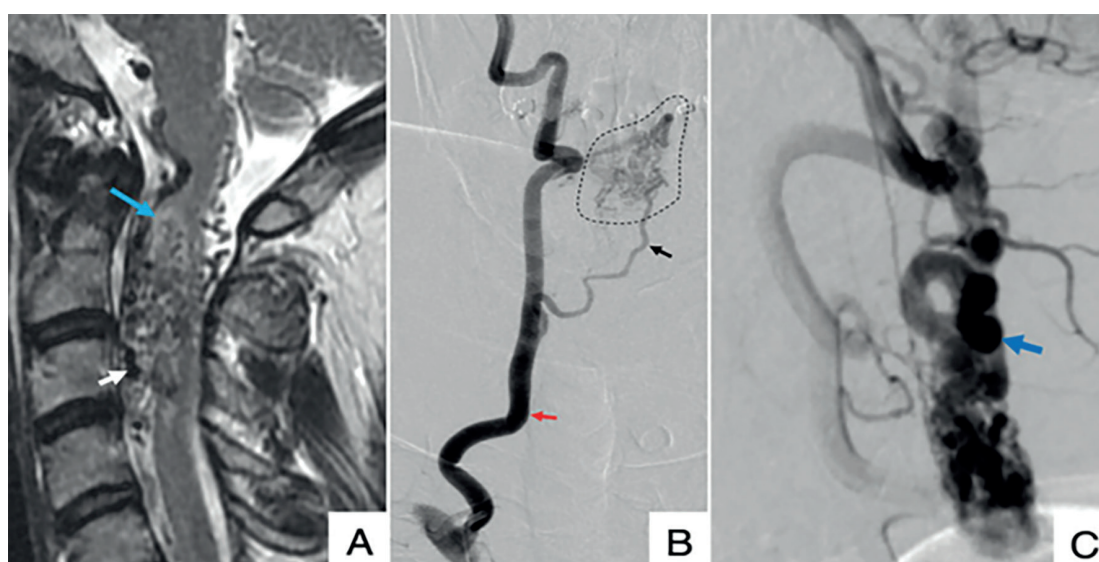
Bărbat de 45 de ani cu MAV glomus spinal de tip II. A, Imagistica RM sagitală T2 a coloanei cervicale arată goluri serpiginuoase de flux intramedular și perimedular (săgeată albă), cu hiperintensitate a cordonului adiacent (săgeată albastră). B, Vedere frontală Injecția ASD a arterei vertebrale drepte (săgeată roșie) arată opacificarea unei ramuri arteriale de alimentare (săgeata neagră) și elemente nidale (contur întrerupt). C, Vedere laterală ASD arată umplerea precoce a venelor perimedulare ectatice (săgeată albastră) [4].
